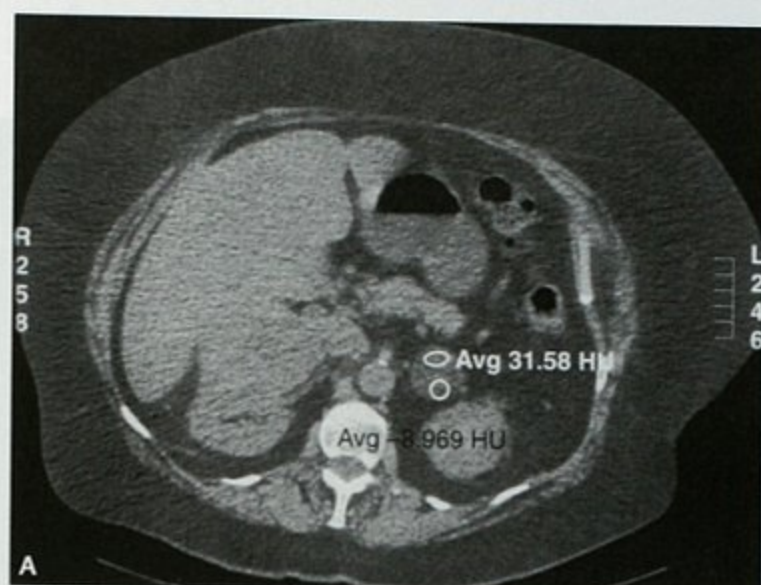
肾癌患者平扫(A)和增强 CT(B)横断面,可见右侧肾癌左侧肾上腺转移同时伴有较大的肾上腺增生
